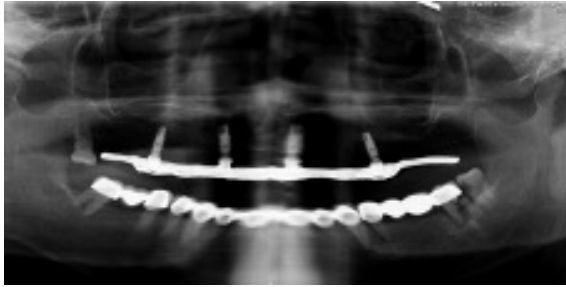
Ortopantomografía: pieza 37 fracturada y con reacción periapical. Pieza 38 cariada
